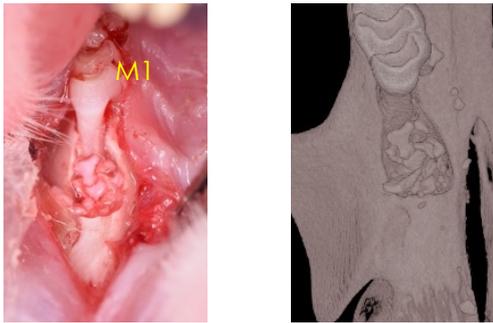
DBBM 填入後の術中写真, マイクロ CT 画像
